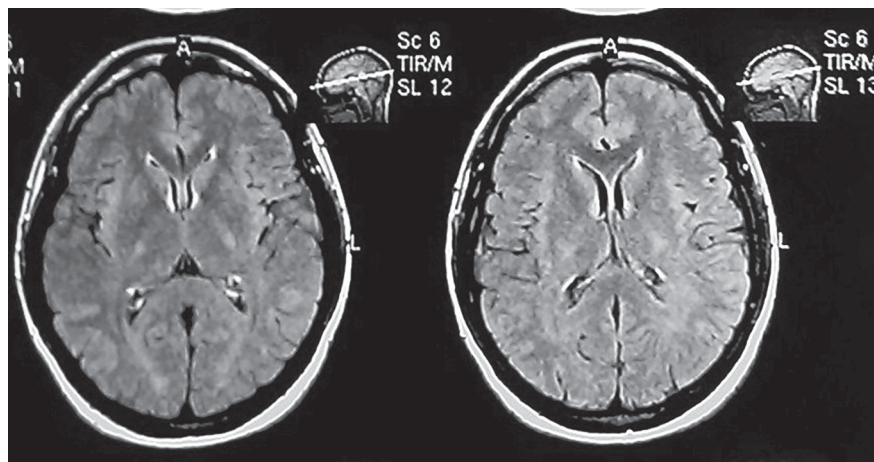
Магнитно-резонансная томограмма больной Ск. Диагноз: «атрофия зрительных нервов Лебера—рассеянный склероз»
